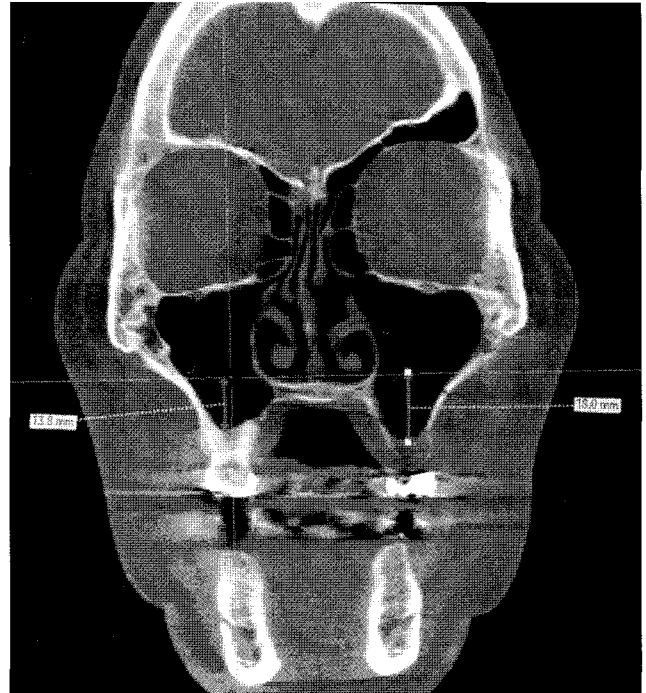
The height of the maxillary sinus floor was defined as the vertical distance to the Frankfort plane from the level of the anterior nasal spine to the most inferior point of the sinus floor as shown using coronal cone beam computed tomography.
